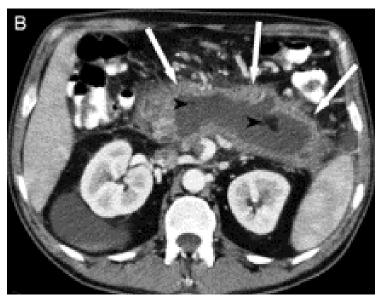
Отграниченный некроз (указан стрелками). Компьютерная томограмма
